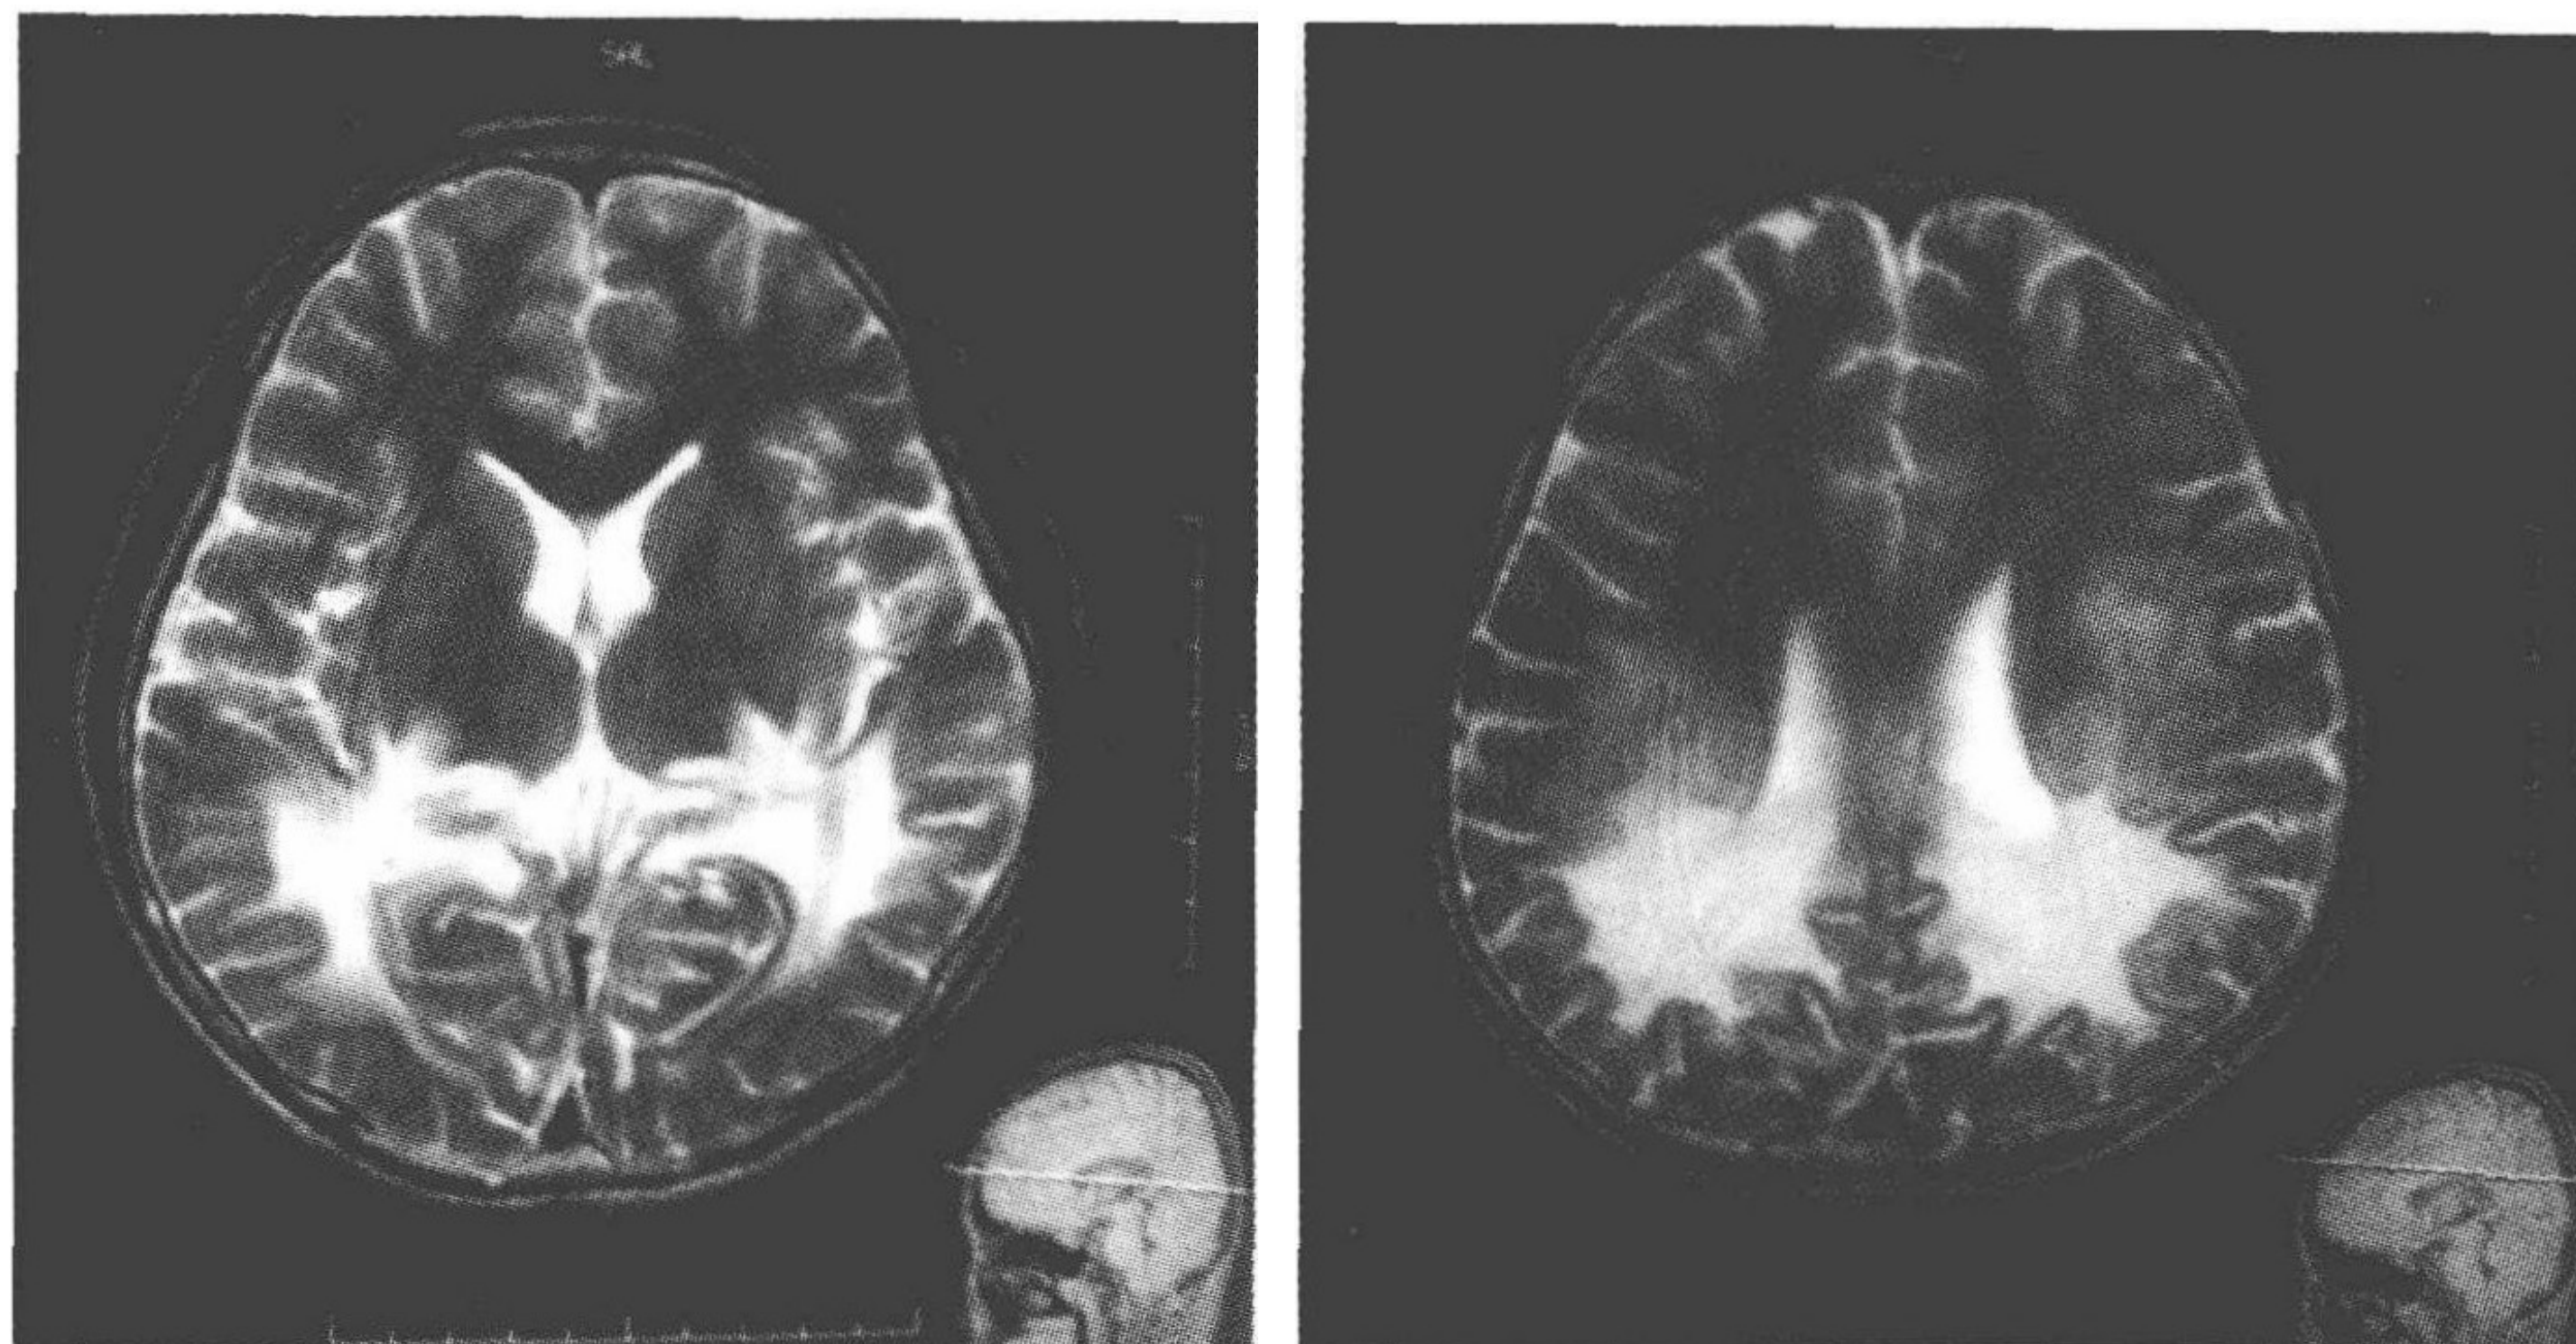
头部 MRI 示双侧侧脑室后脚、三角区周围的顶枕叶脑白质可见对称性分布长 T_1 、长 T_2 异常信号呈蝶翼状,病灶周围顶枕叶皮质明显变薄
